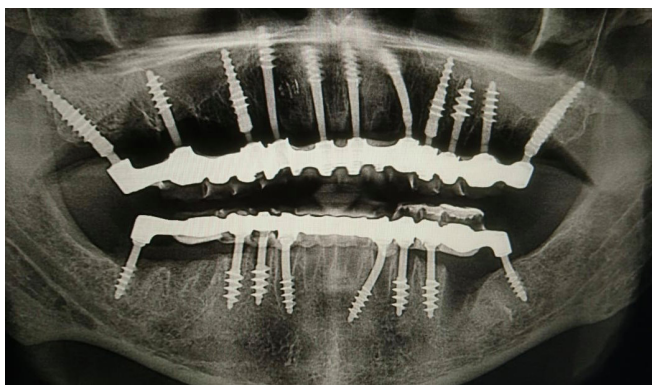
Контрольна ортопантомограма пацієнта Г., 47 років, на третій день після імплантації. Встановлення імплантатів у «стратегічних» ділянках верхньої щелепи – крилоподібному відростку, кортикальній пластинці верхньощелепної пазухи та дна носової порожнини.
